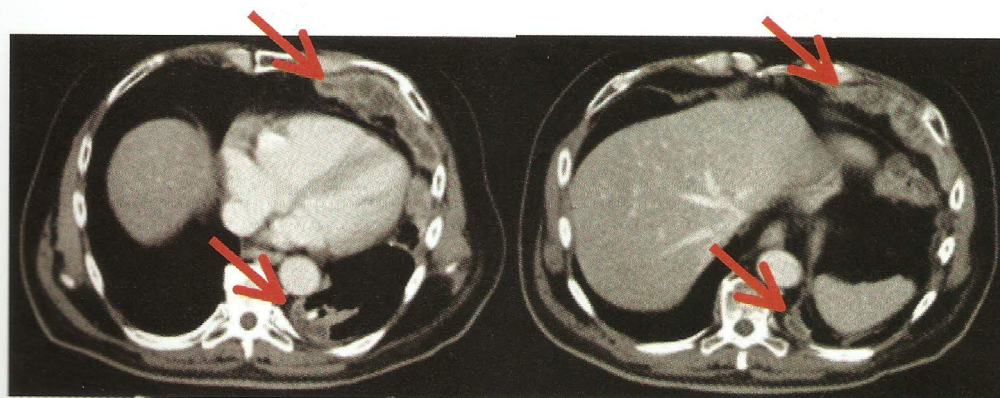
Tomografía axial computarizada (4 de marzo de 2014): respuesta parcial pleuro-pulmonar mantenida (RECIST 1.1) tras 7 meses de tratamiento con sunitinib en carcinoma adenoide quístico metastásico.
